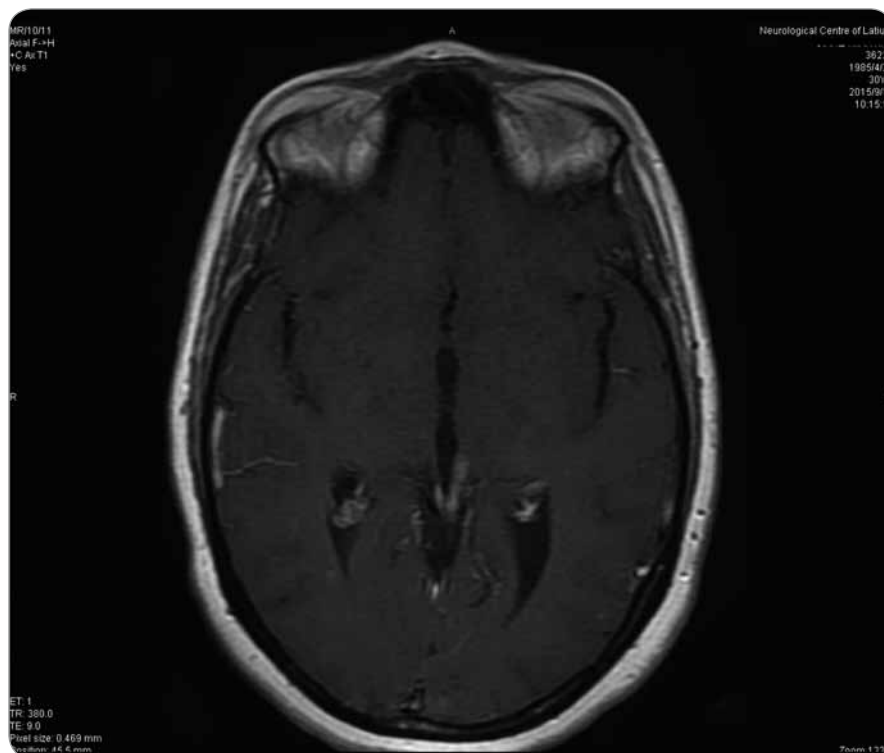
Transversal T1 MRI contrast enhanced section at 33 months from surgery.
